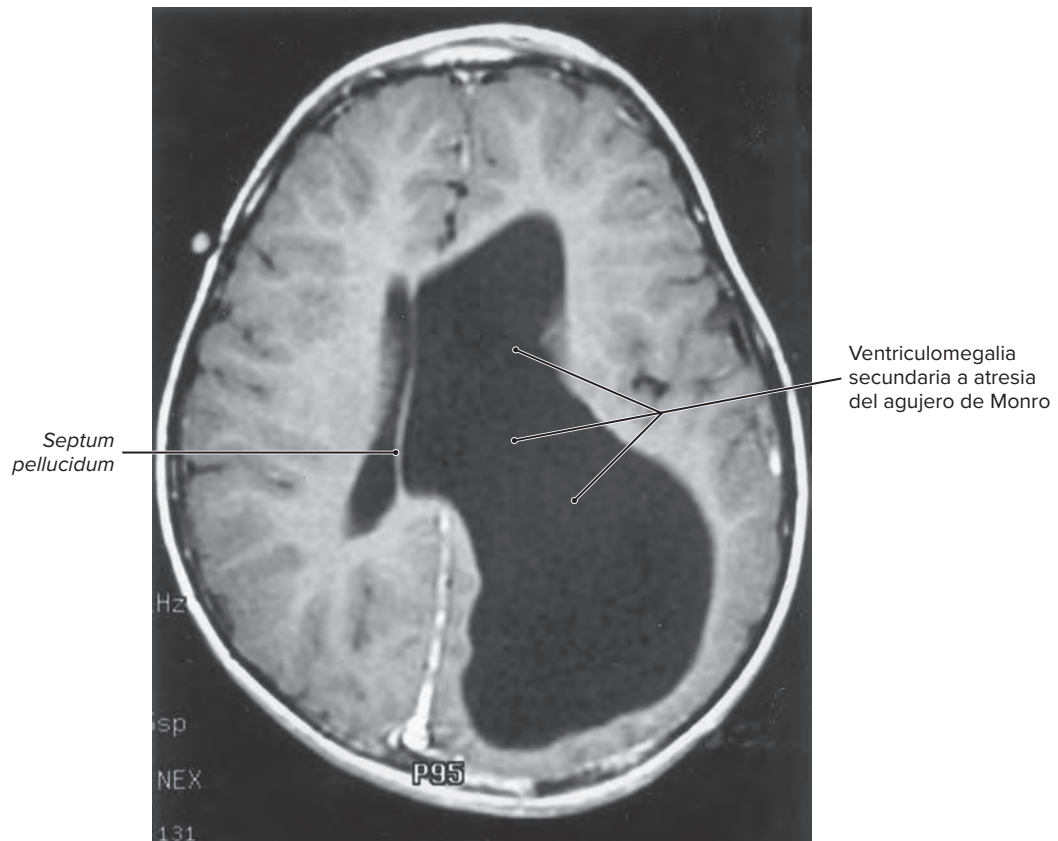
Estudio de imagen por RM axial en fase T1 que muestra crecimiento unilateral del ventrículo lateral y desplazamiento del *septum pellucidum* a través de la línea media debido a obstrucción del agujero de Monro por atresia.
